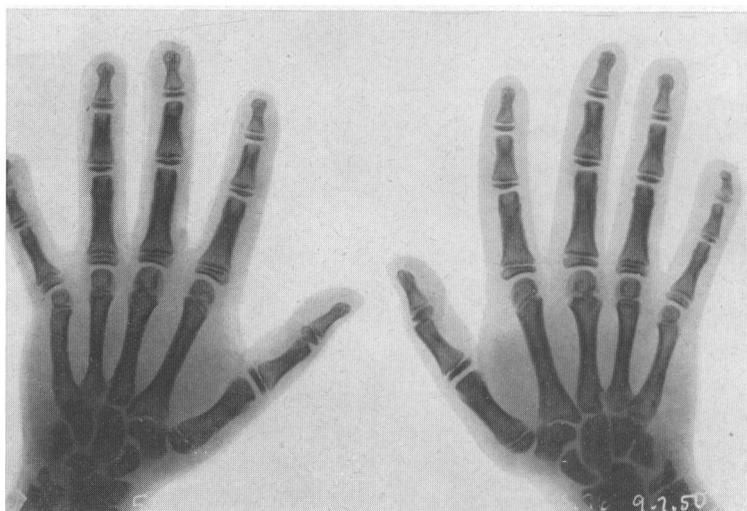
Röntgenbild der Hände des in Abb. 18 wiedergegebenen Zwerges. Man beachte die relativ geringe Hypoplasie des os naviculare sowie die Kleinfinger.
